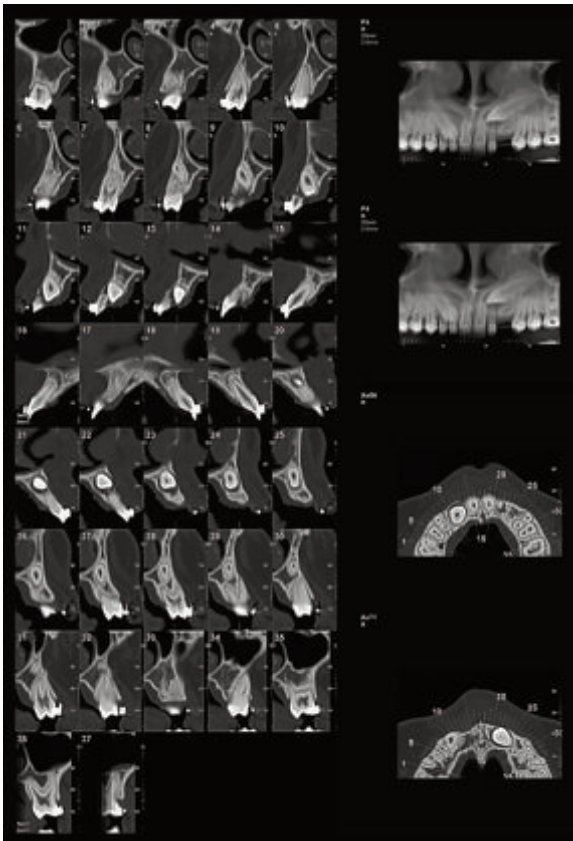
Estudio complementario con TAC.
